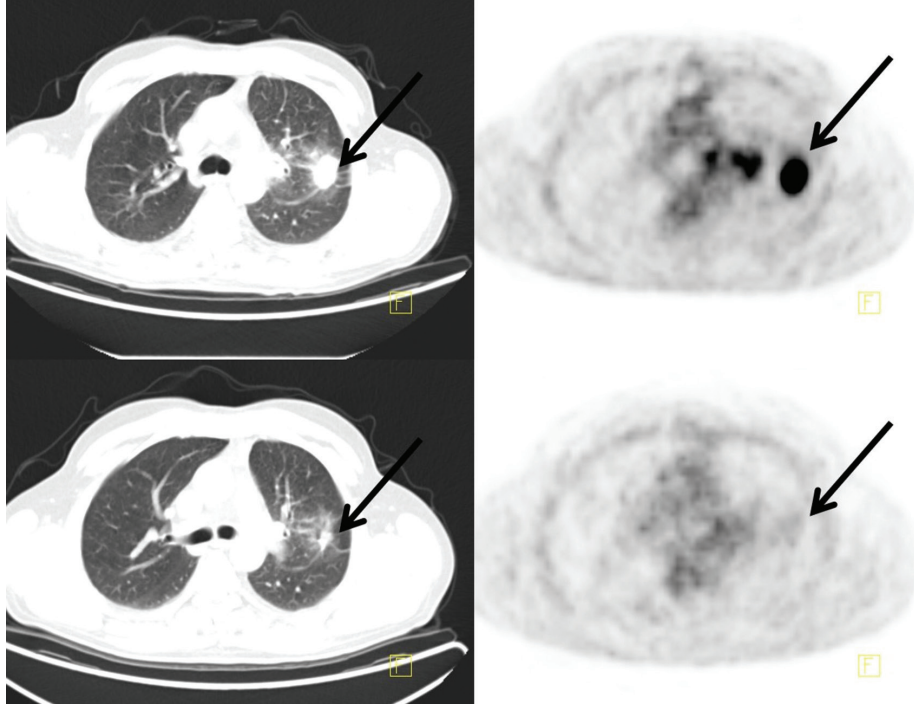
ALK pozitif akciğer adeno Ca tanılı olgunun tedavi öncesi ve Alektinib tedavisi altında yapılan görüntülemelerinde primer akciğer lezyonunda belirgin gerileme saptanırken vertebra metastazlarında progresyon izlenmektedir. Hedefe yönelik tedavilerde toraks BT'de görüntüleme alanına girmeyen metastatik lezyonların değerlendirilmesinde PET önemlidir
